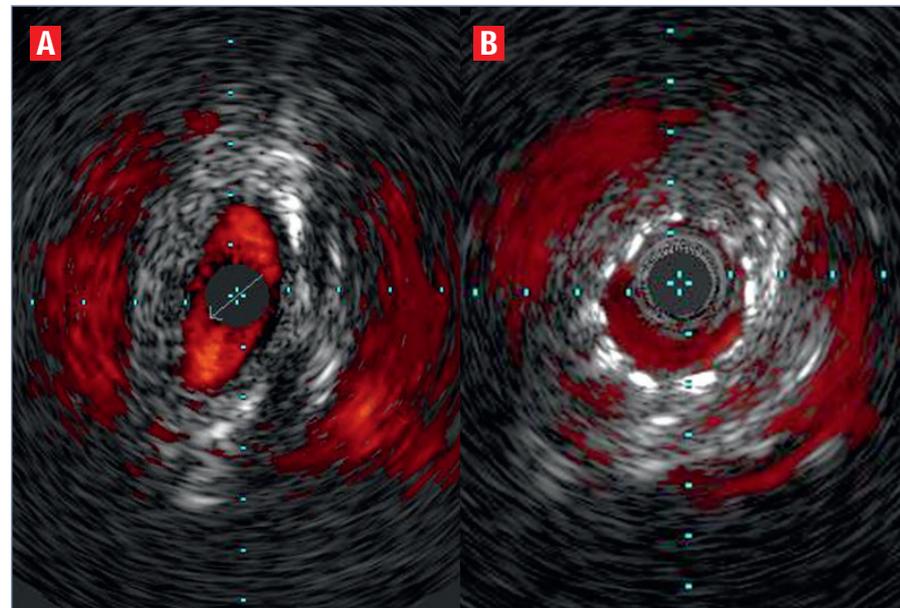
Images échographiques endocoronaires d'un trajet interartériel (A) d'artère coronaire droite connectée dans le sinus gauche. Aspect après angioplastie avec stenting (B). Passage d'une forme elliptique (4,2 x 1,8 mm) à une forme circulaire (3,0 x 2,8 mm).
